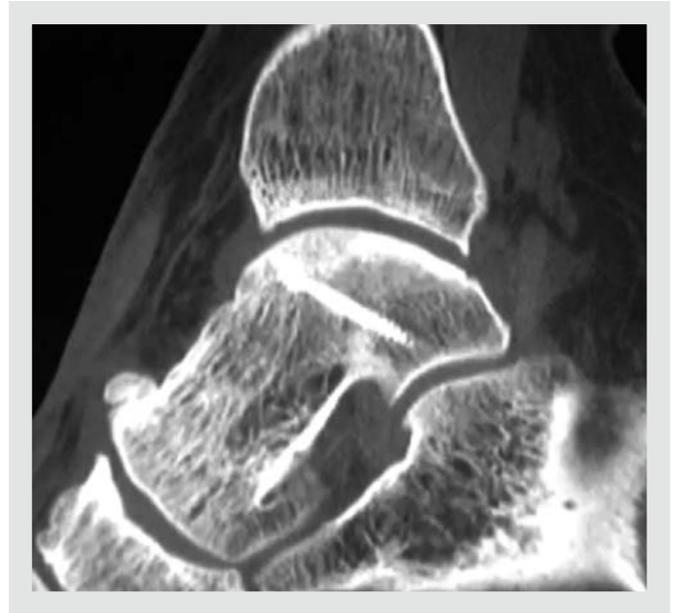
Corte sagital de tomografía computarizada (TC) de un tobillo tras la inserción de un aloinjerto. La TC se realizó a los 6 meses de su inserción. Muestra la incorporación total del aloinjerto con el astrágalo sin ningún tipo de reabsorción por parte del aloinjerto.
